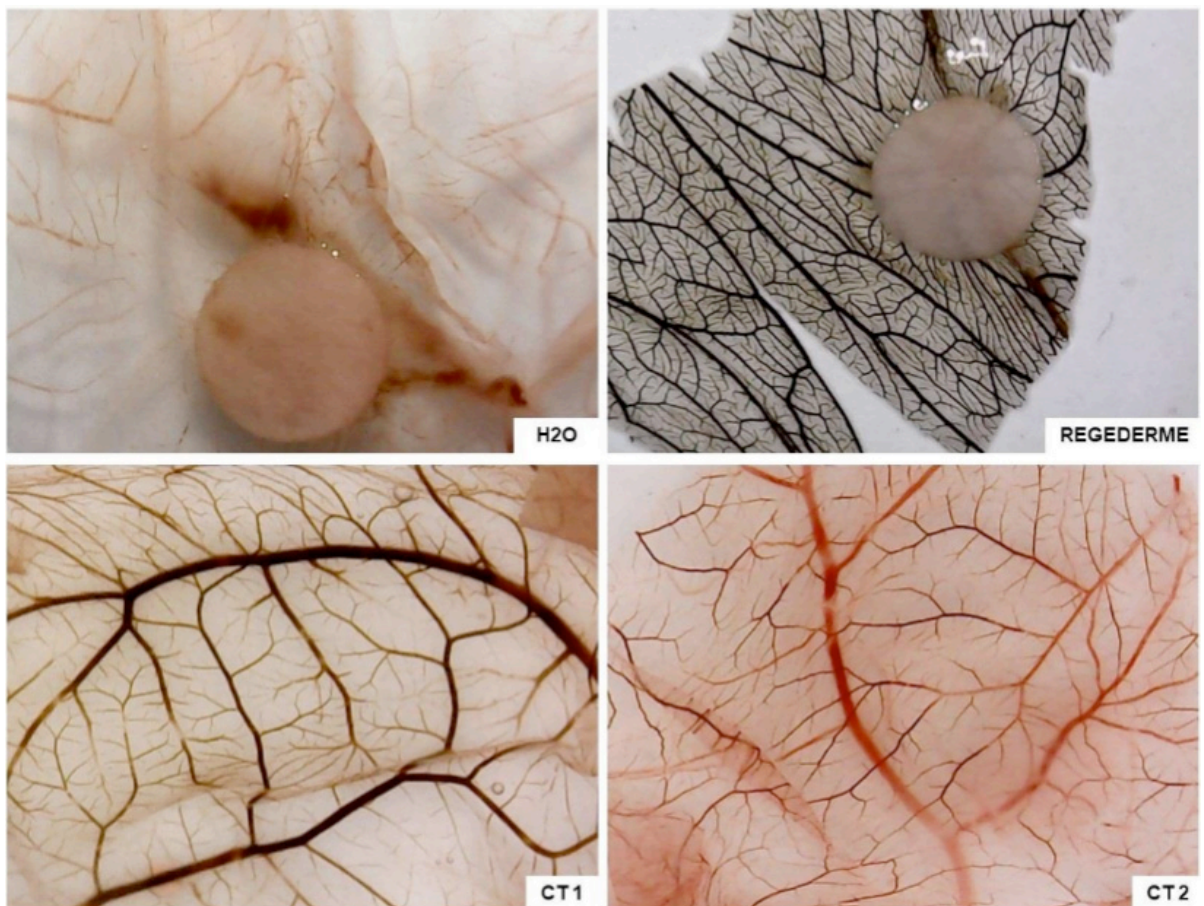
Fotografias de diferentes membranas corioalantóides (MCA) após 72 h de tratamentos com H<sub>2</sub>O (controle negativo), regederme® (controle indutor) e células tumorais de Ehrlich nas concentrações de 6x10<sup>5</sup> (CT 1) e 12x10<sup>5</sup> (CT 2). O gráfico apresenta as médias das porcentagens de vascularização das MCA tratadas.\* Houve diferença significativa quando comparado ao controle negativo (H<sub>2</sub>O).
